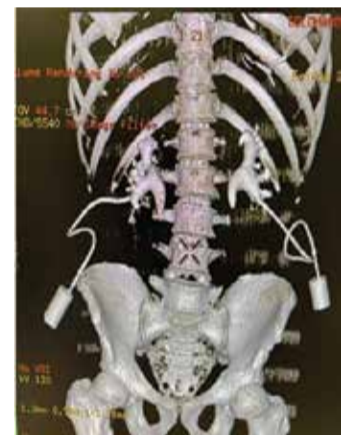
МСКТ МВП с 3D-реконструкцией больного через 1 месяц после одномоментной лапароскопической илеоуретеропластики отдельными трансплантатами
